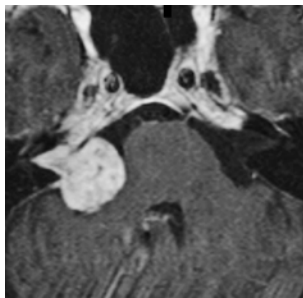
Juni 2000. Axiales T1-gewichtetes Gadolinium-verstärktes MRT einer 2,7 cm starken Kleinhirnbrückenwinkelmasse rechts mit Ausdehnung in den inneren Gehörgang, größtenteils gleich einem Vestibularschwannom.
